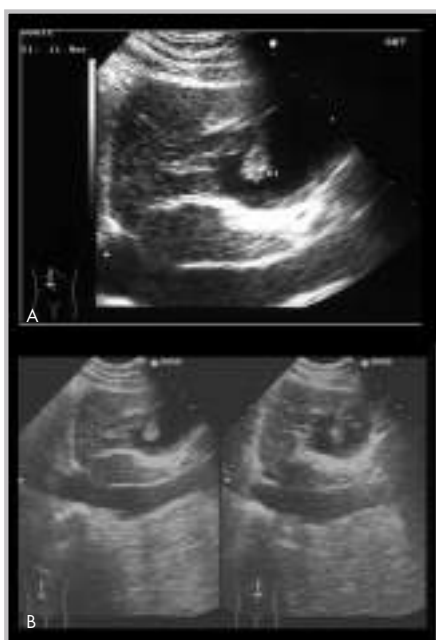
Corte longitudinal en epigástrico en un paciente con antecedentes de carcinoma renal, en el que se observa una lesión quística de 45-50 mm en segmento hepático III, con paredes engrosadas, con algún tabique en su interior, y con una imagen sólida papilar de crecimiento intraquístico de unos 15 mm (A). Se realizó punción aspiración con aguja fina guiada por ecografía del polo sólido de la lesión (B), con el fin de definir la naturaleza quística de la lesión que fue informada como metástasis hepática de adenocarcinoma renal
